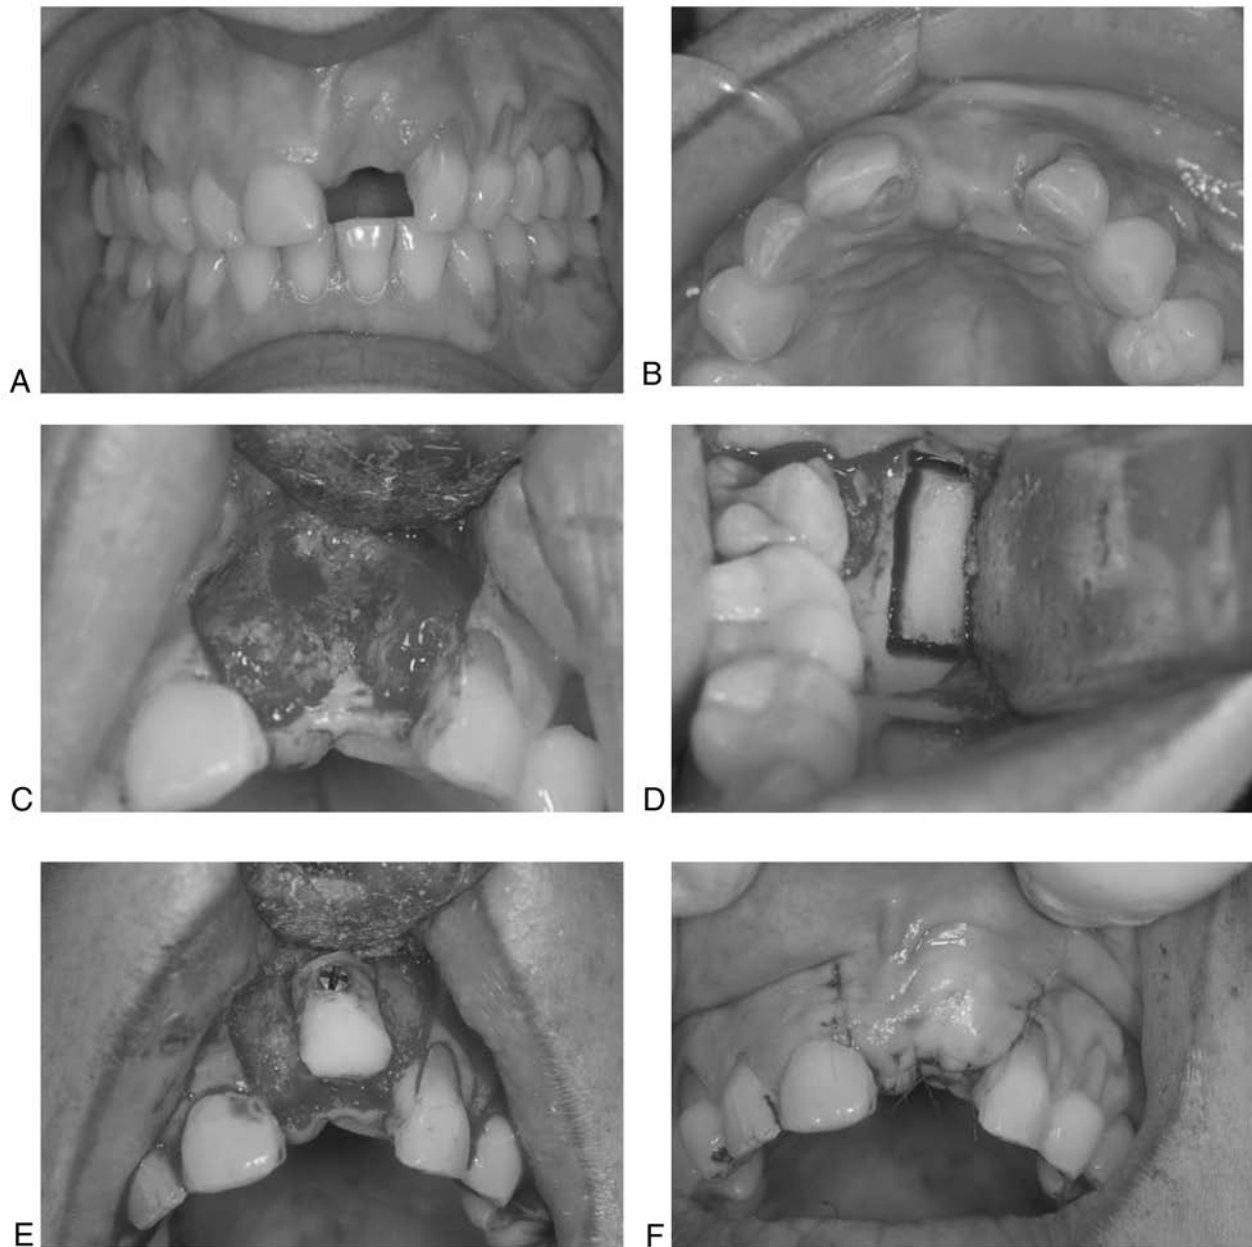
Paciente que ha perdido el incisivo central superior izquierdo a causa de infección periapical crónica (A), nótese la deficiencia del proceso en sentido vestibulopalatino (B). En las condiciones actuales es imposible la colocación de un implante, por lo que se decide llevar a cabo un injerto óseo en bloque (*onlay*). Se eleva el colgajo y se descubre el defecto (C), se toma el injerto de rama ascendente (D), y se coloca en el sitio del defecto, estabilizándolo con un tornillo de titanio y regularizando los bordes (E). Posteriormente, se incide el periostio del colgajo para dar mayor elasticidad al colgajo y poder cubrir el defecto sin tensión (F). (Continúa)
